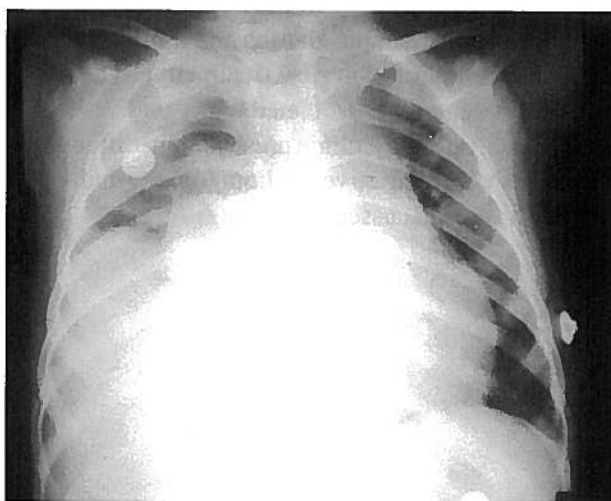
Telerradiografia de tórax PA. Cardiomegalia com derrame pleural esquerdo
